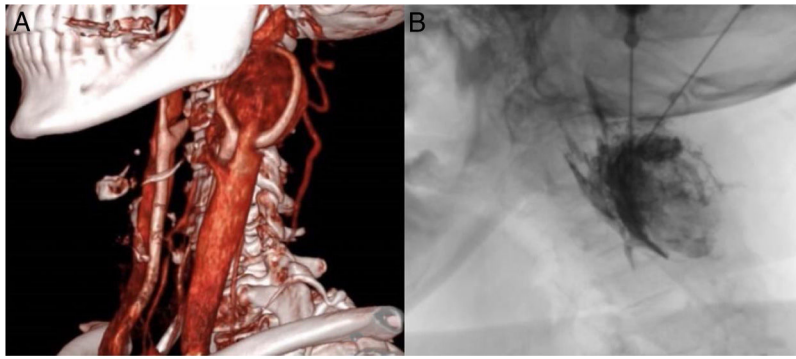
(a) Reconstrucción 3D de angio-TC que muestra tumor hipervascularizado en la bifurcación carotídea izquierda. (b) Embolización mediante punción directa de Onyx®.
